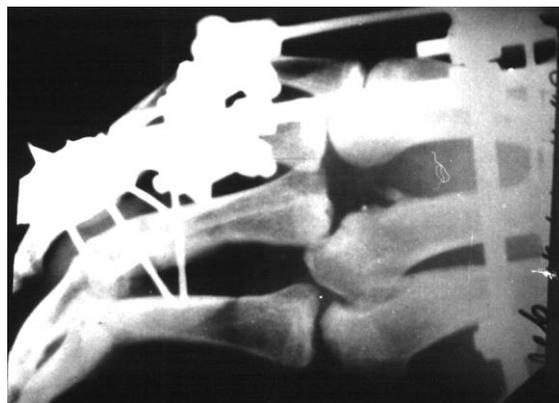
Рентгенограмма кисти больного К., 24 лет, через 2 дня после наложения специального устройства для устранения застарелого вывиха проксимальной фаланги III п. правой кисти
